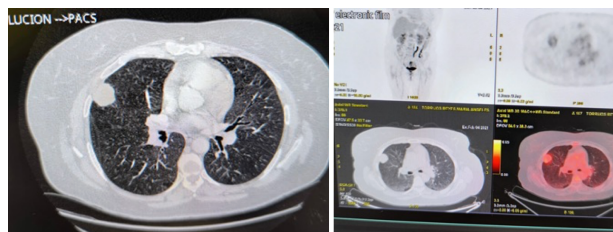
Lesión pulmonar en TAC y PET
